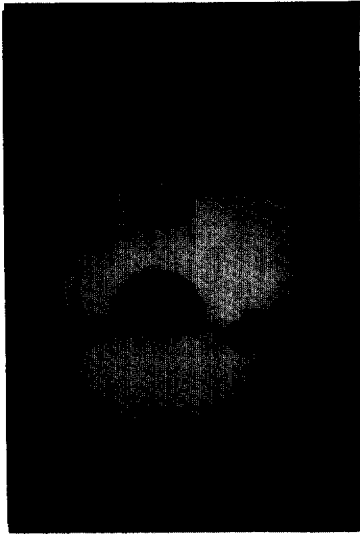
Waters radiograph showing the expanded left maxillary sinus, superiorly displaced unerupted maxillary second premolar and large amount of radiopaque materials.
